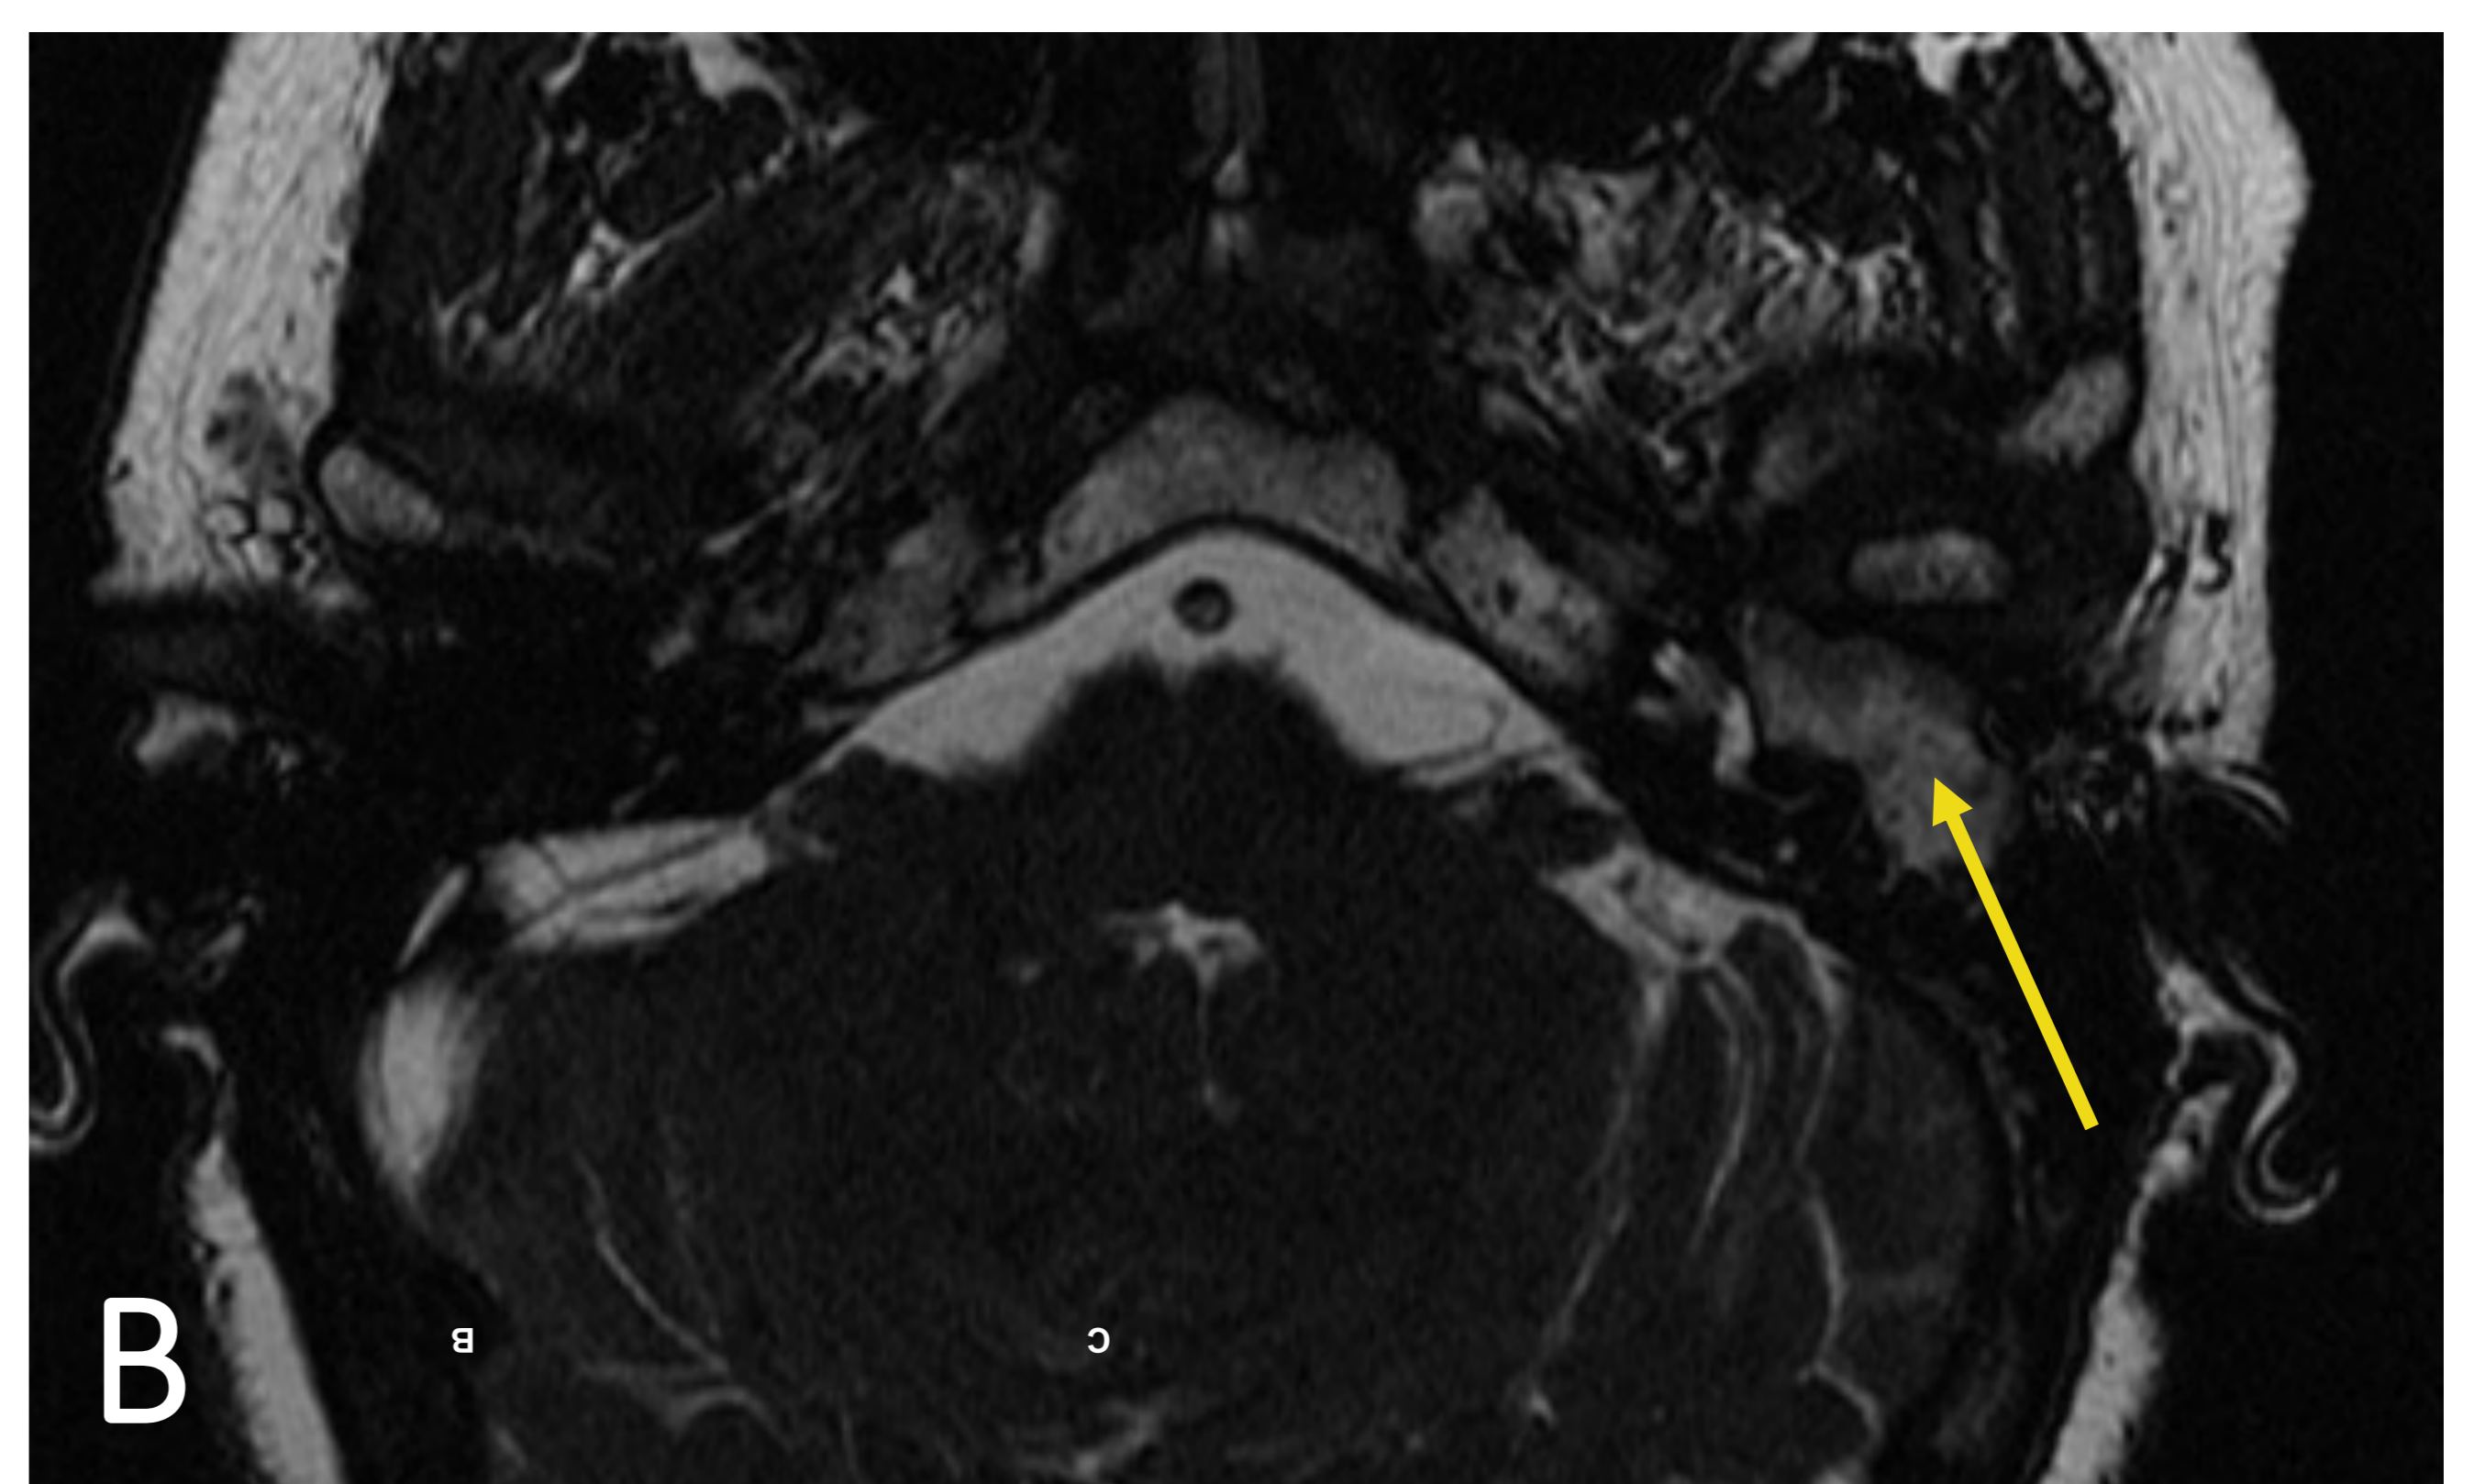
RM T2 axial. Hiperintensidad en OM izquierdo (flecha).
